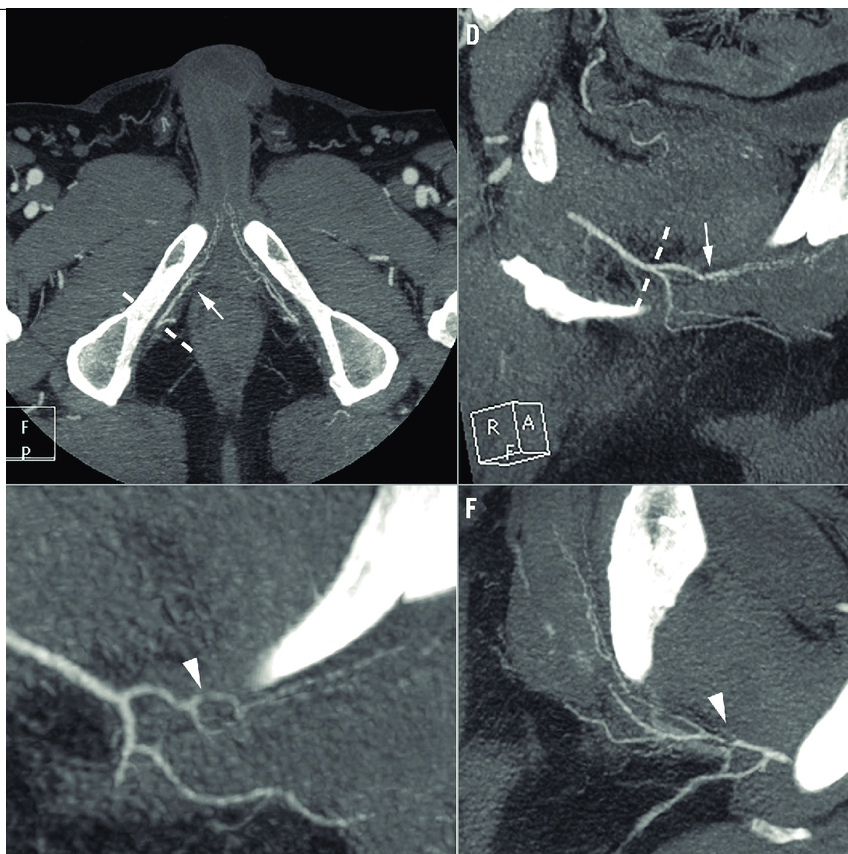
CTA πεικόν αρτηριών
